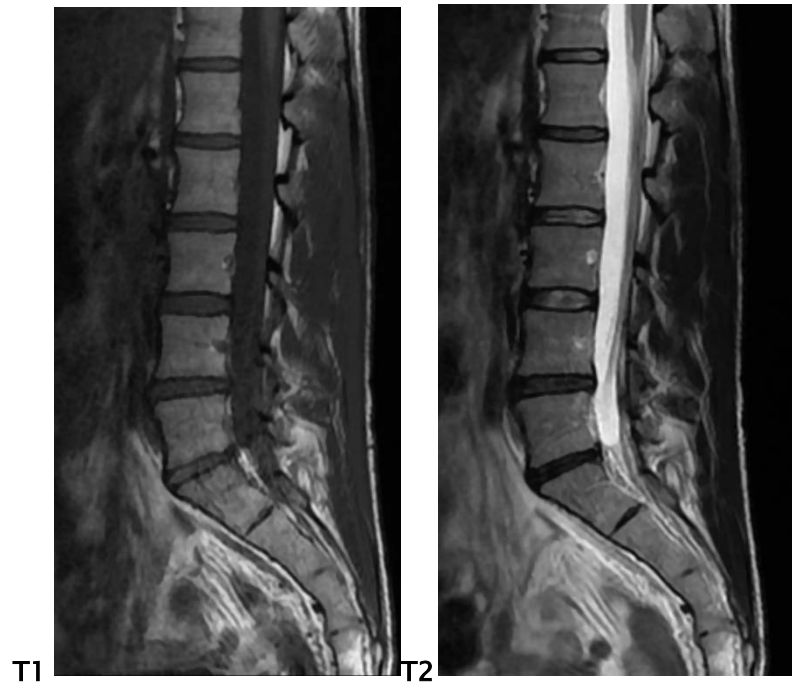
IRM lombaire en pondération T1, T2 coupe sagittale avec rectitude lombaire
